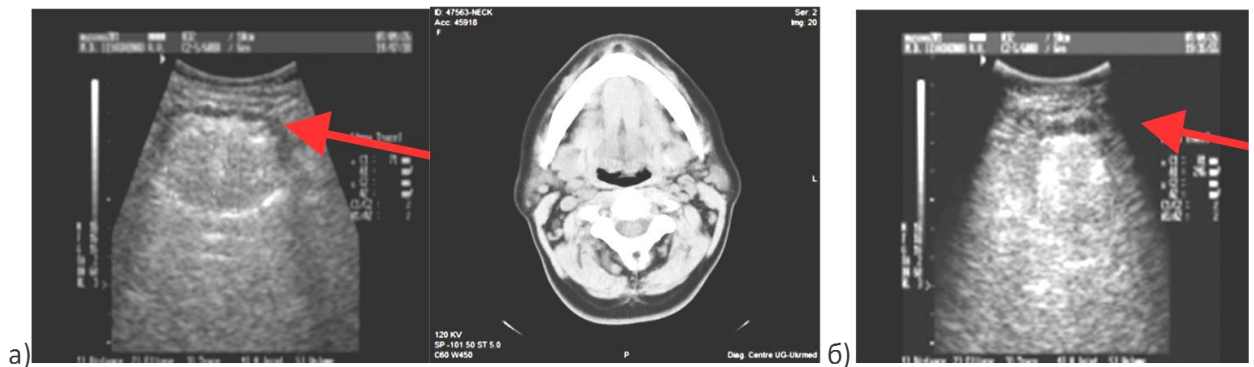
а) УЗ сканування і КТ до кріохірургічного втручання. Відстань між коренем язика і надгортанником мінімальна, наявність контакту надгортанника з язиковим мигдаликом; б) УЗ сканування через 30 днів після кріодеструкції язикового мигдалика. Відстань між коренем язика і надгортанником збільшилася. Відсутній контакт надгортанника з коренем язика.
